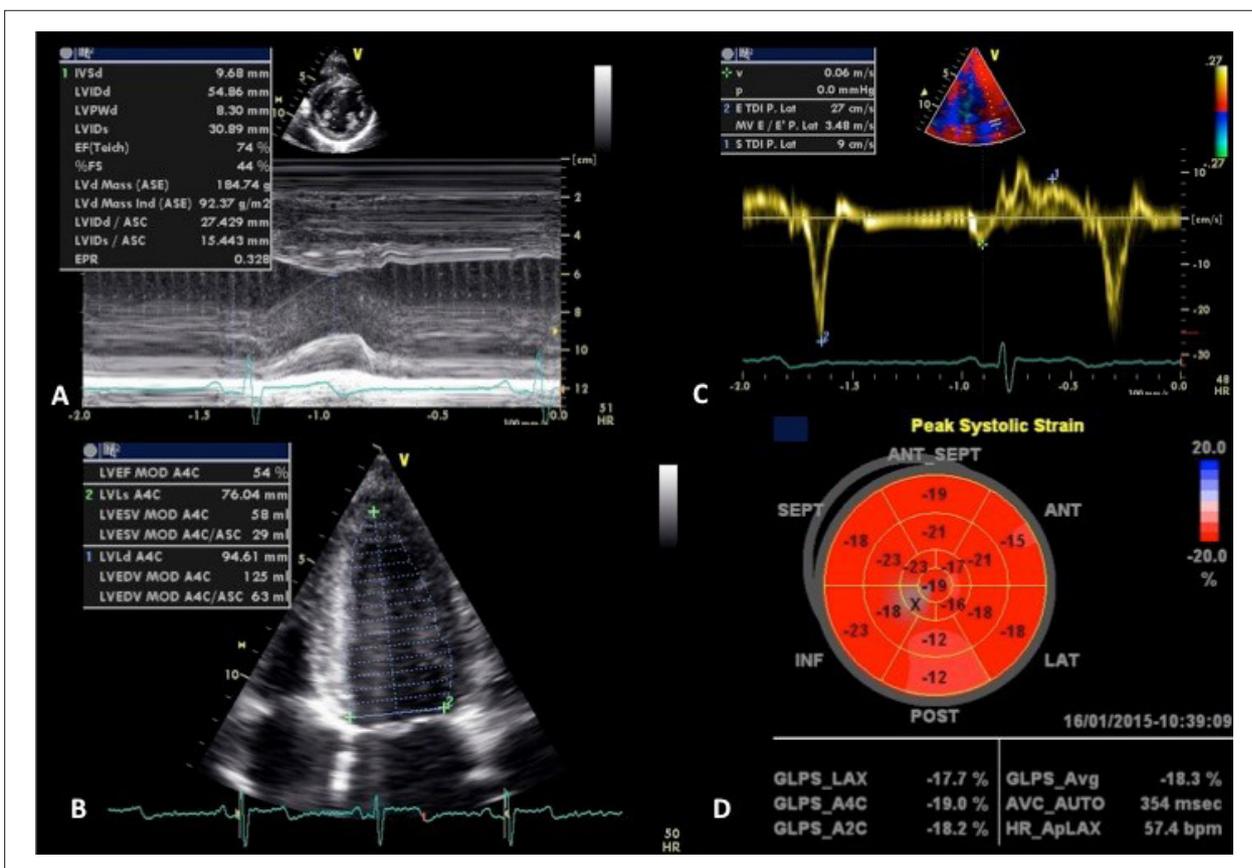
Ecocardiograma transtorácico em repouso sem evidências de anormalidades morfofuncionais significativas – dimensões do ventrículo esquerdo (VE) pelo Modo M (A), volumes e fração de ejeção do VE (B), Doppler tissular no anel mitral (C) e strain longitudinal global (D).
